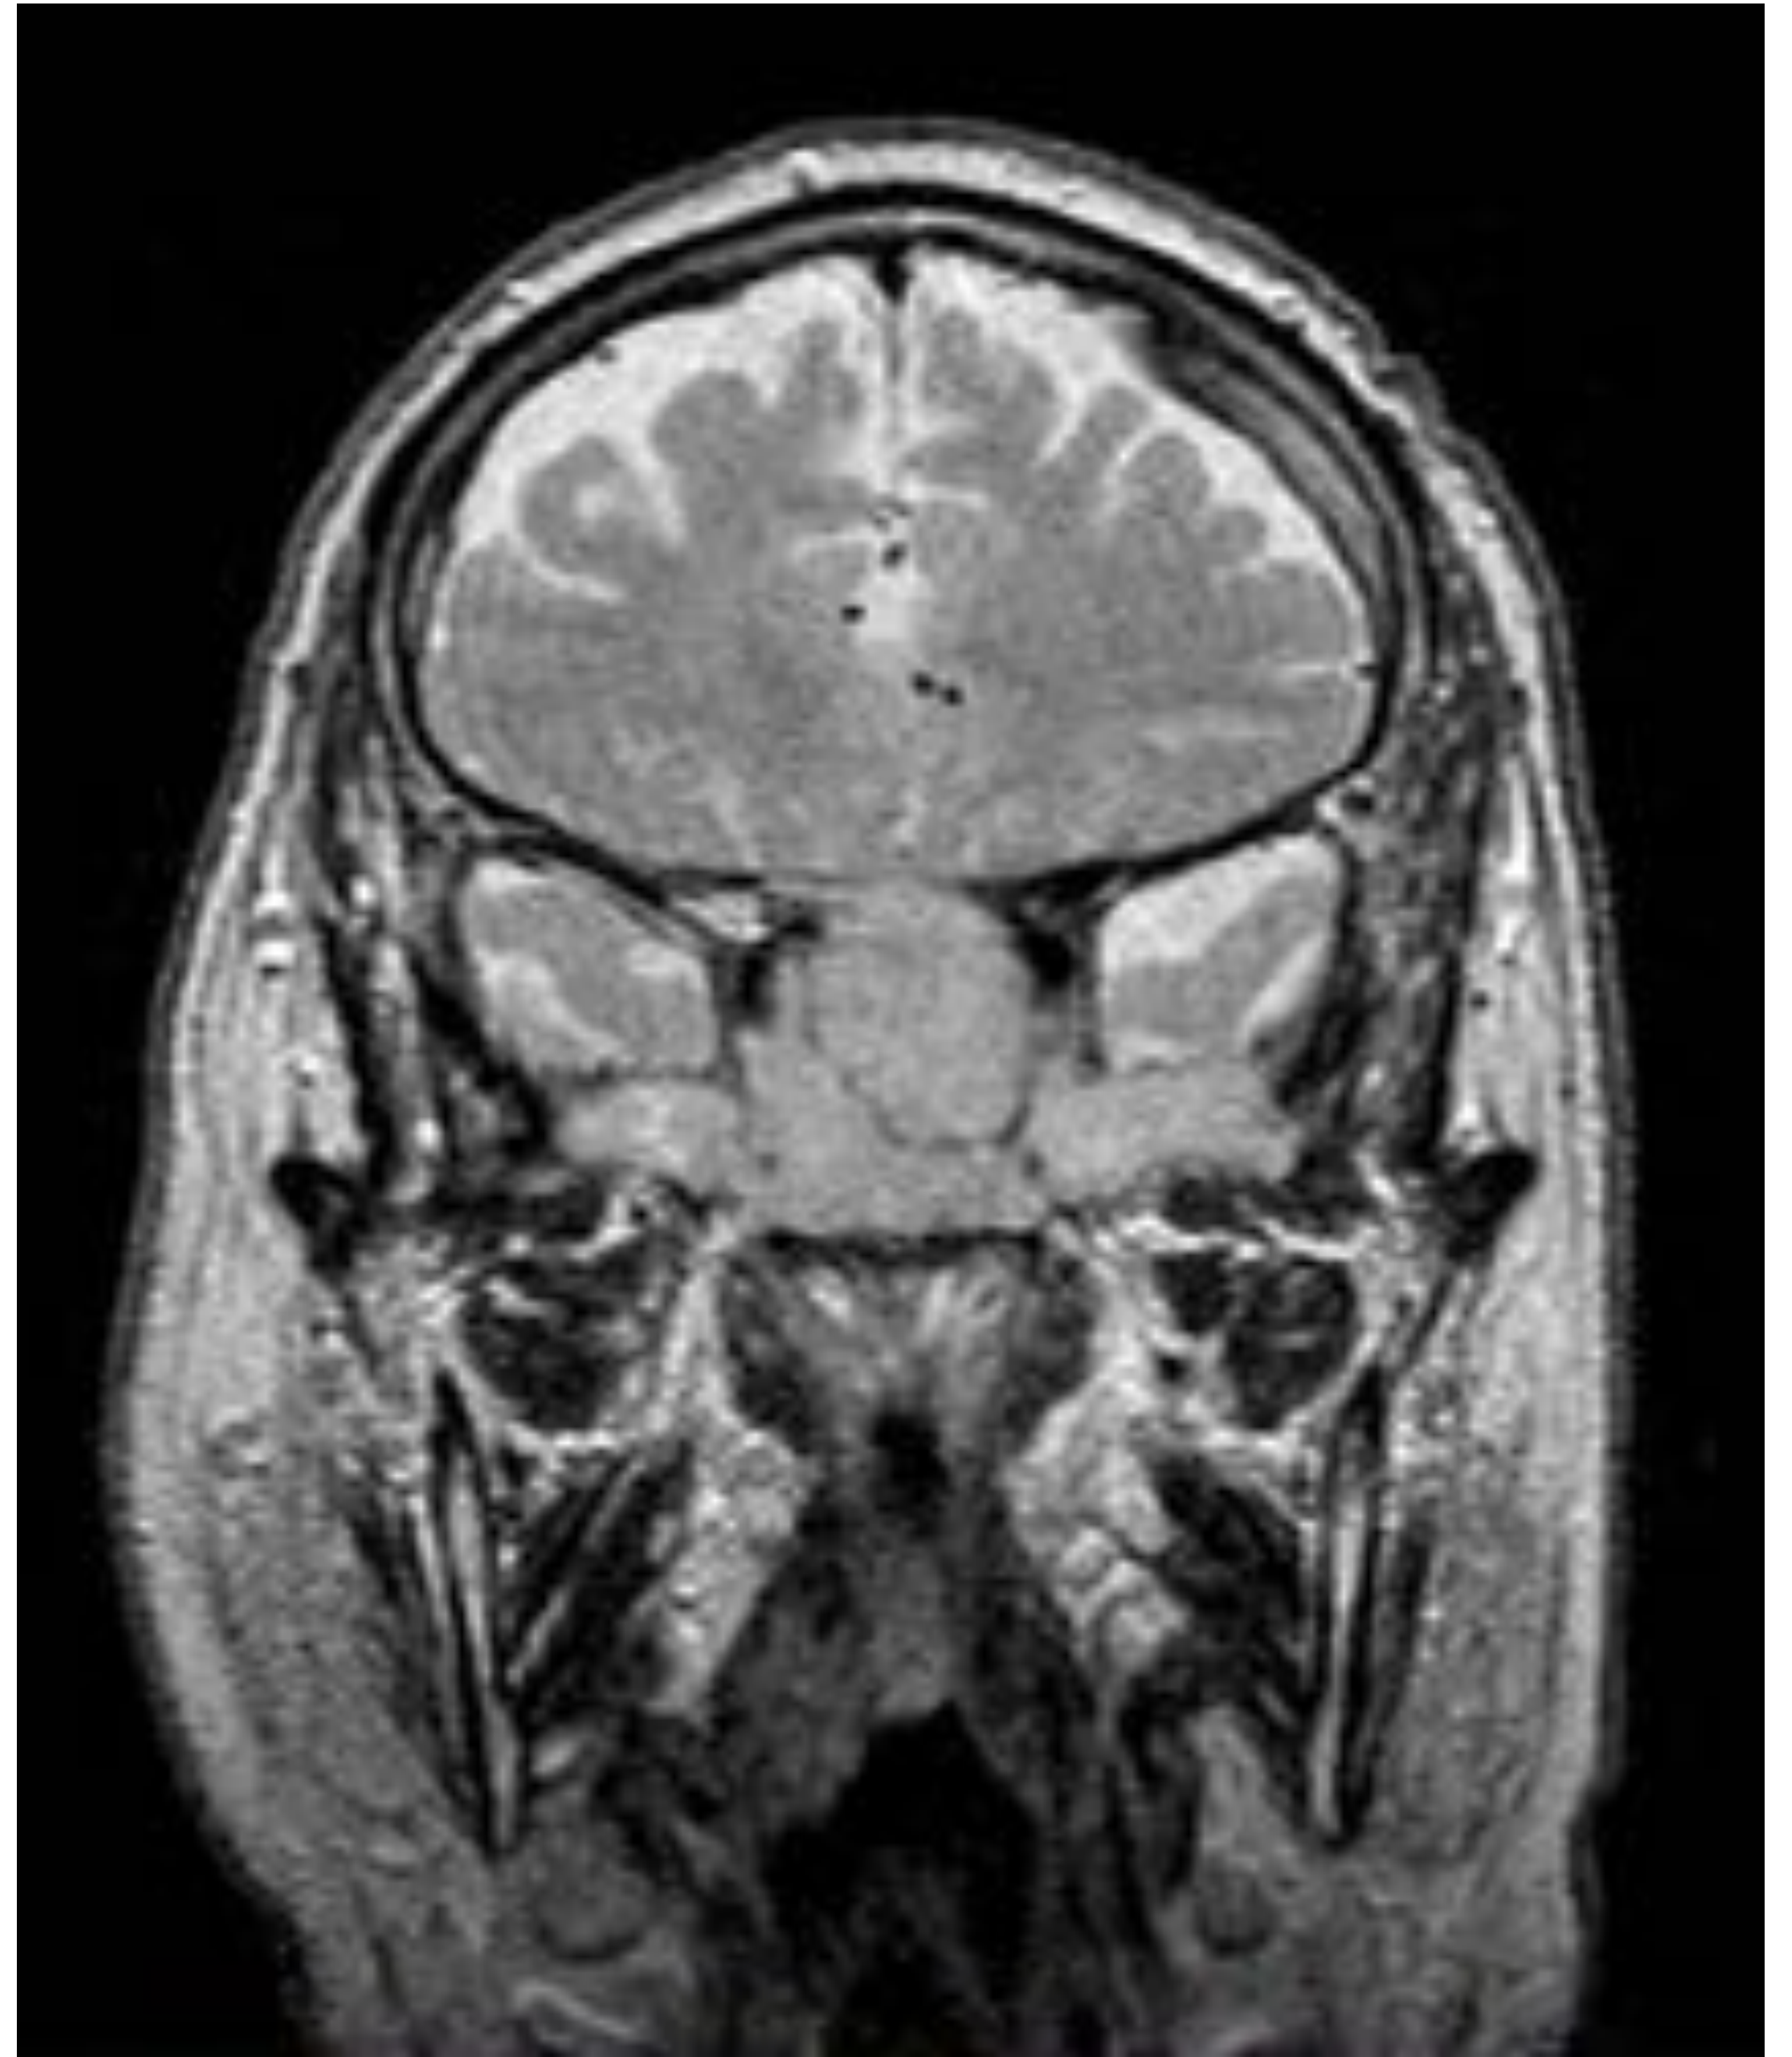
RM: T1 sagital, T2 axial, axial y coronal gadolinio.
